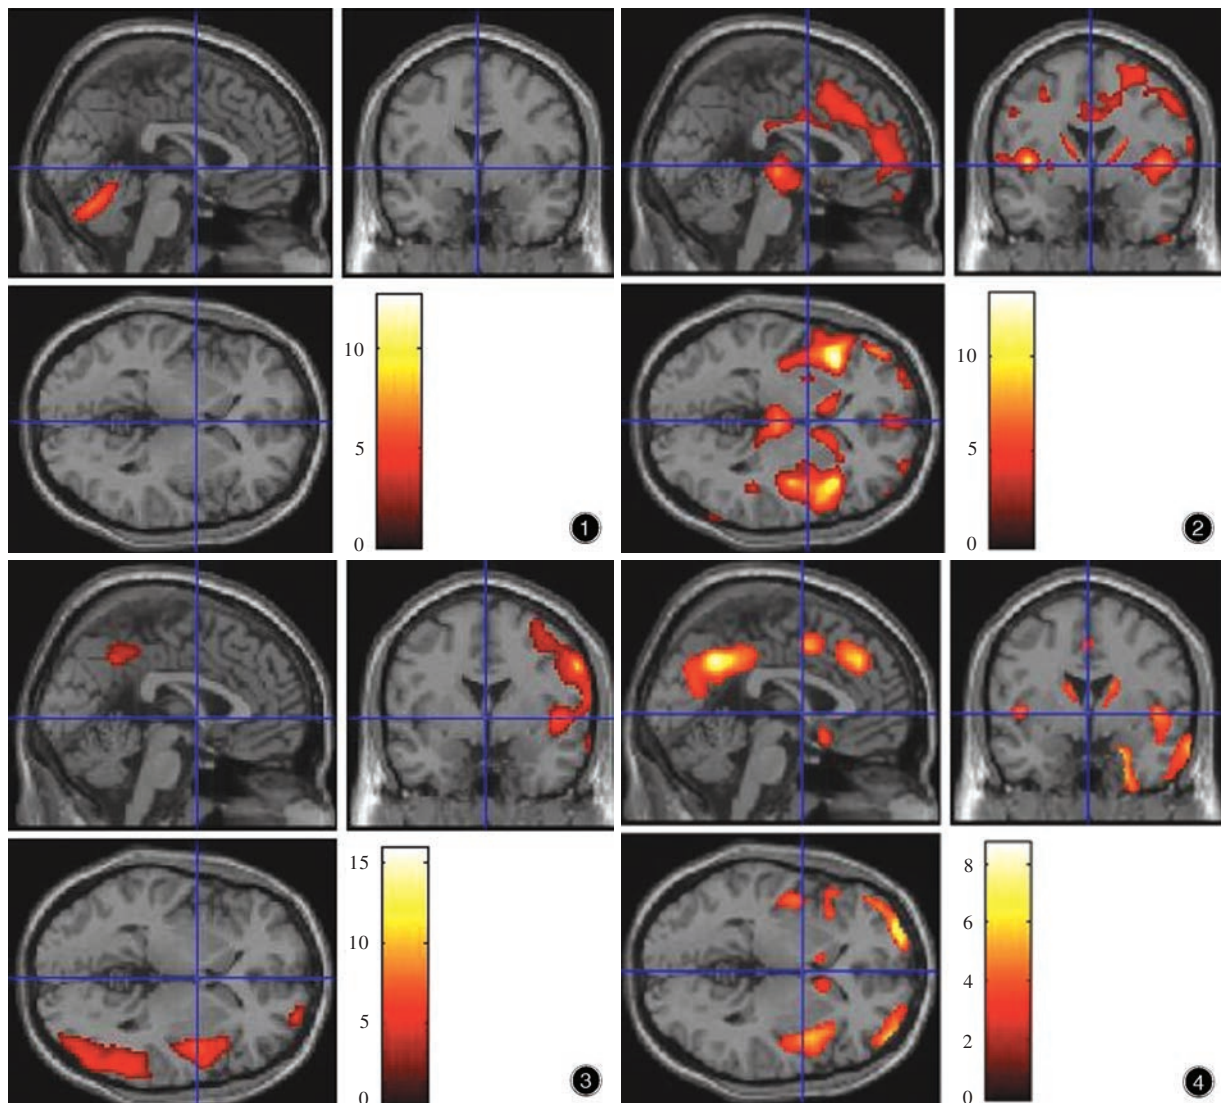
男性患者,65 岁,临床诊断为 MSA-C 型。<sup>18</sup>F-FDG PET 显像显示,双侧小脑半球皮质和小脑蚓部葡萄糖代谢降低(红色区域所示) 图 2 女性患者,67 岁,临床诊断为进行性核上性麻痹。<sup>18</sup>F-FDG PET 显像显示,双侧额顶叶、双侧岛叶、扣带回、双侧尾状核、壳核后部、丘脑和中脑葡萄糖代谢降低(红色区域所示) 图 3 女性患者,60 岁,临床诊断为皮质基底节变性。<sup>18</sup>F-FDG PET 显像显示,右侧额颞顶枕叶外侧、左侧顶叶外侧、后扣带回和楔前叶葡萄糖代谢降低(红色区域所示) 图 4 女性患者,76 岁,临床诊断为路易体痴呆。<sup>18</sup>F-FDG PET 显像显示,双侧枕叶内侧、双侧额颞叶、后扣带回、楔前叶和右侧岛叶、双侧尾状核葡萄糖代谢降低(红色区域所示)
